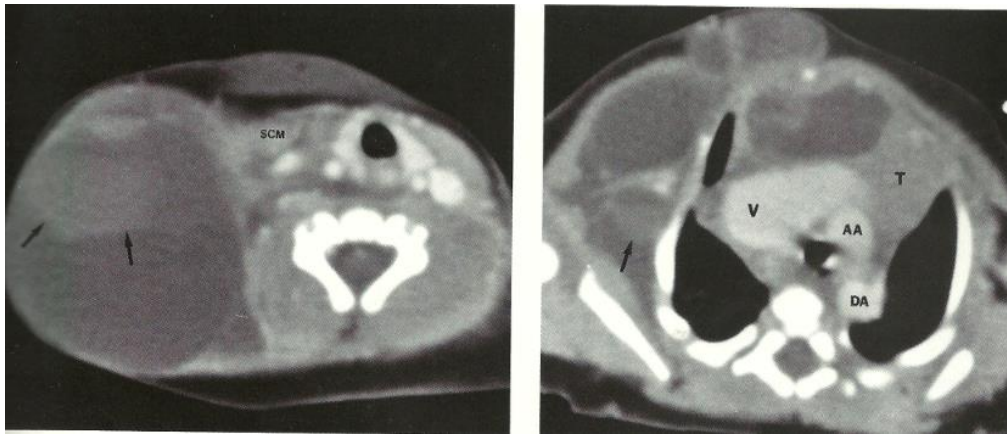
Linfangioma, distintos niveles de corte en TC, se observa una gran masa multiloculada con bajo coeficiente de atenuación surgiendo de la cara derecha del cuello y extendiéndose a la axila y a la pared torácica anterior. Las áreas de mayor densidad son secundarias a hemorragia (flechas)
